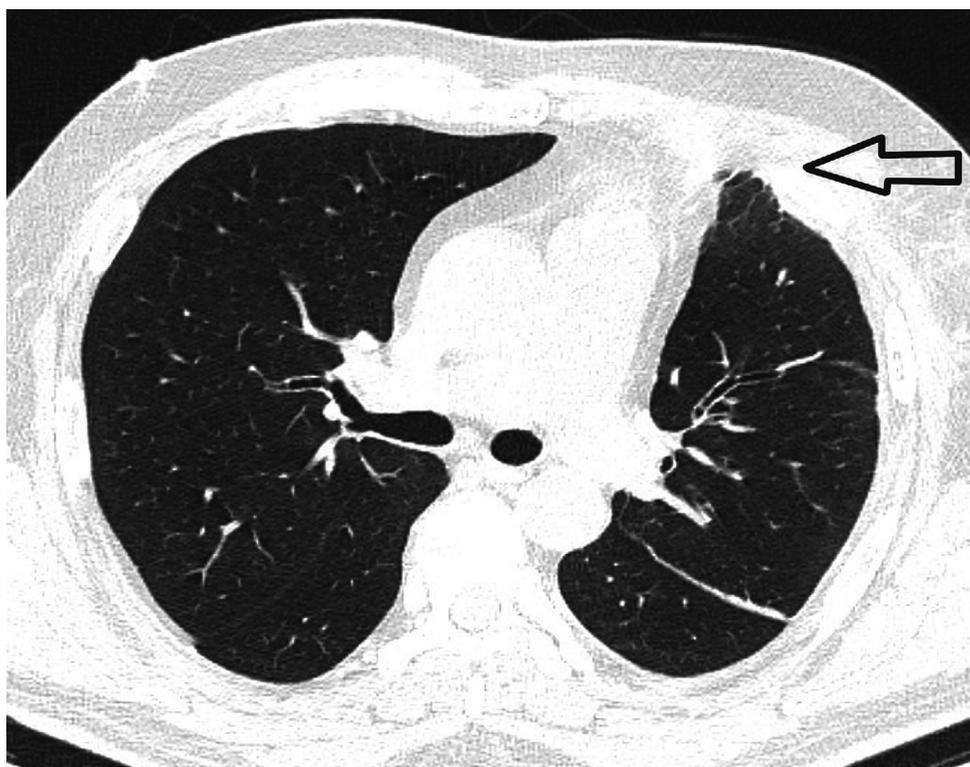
КТ перед выпиской (стрелкой отмечен сетчатый эндопротез)
